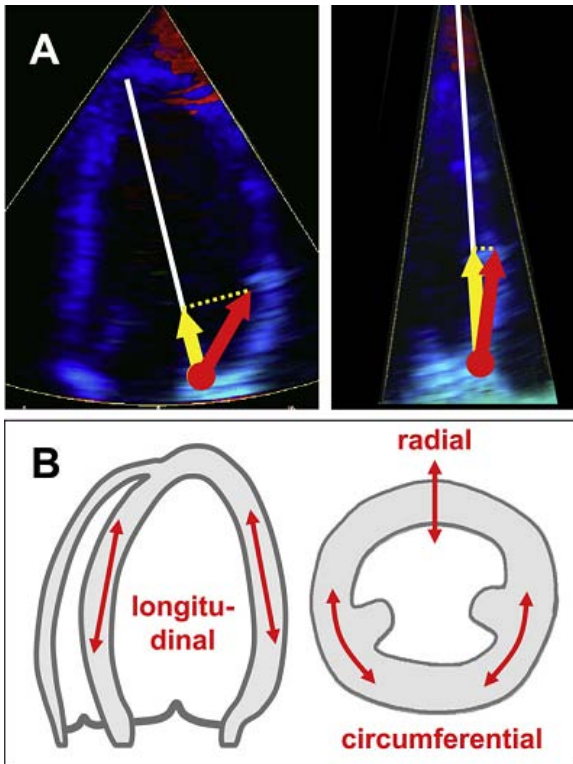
多普勒测量一维方向的速度。(A) 多普勒超声束的方向与室壁方向一致的重要性。(左) 如果超声束方向与检查部位(红色)的运动方向不很一致, 测量结果就会低估实际速度(黄色)。(右) 窄的扇面宽度和每次获得单个室壁的影像可能有助于减少角度的问题。(B) 用彩色多普勒可以测量其运动和变形。获 J.U.Voigt 准许予以适当修改¹⁸⁰。
